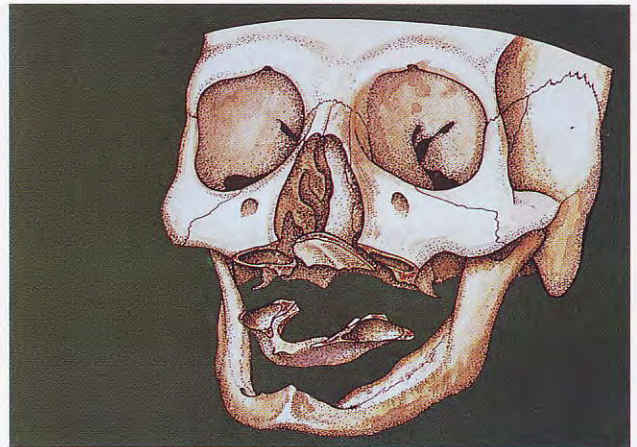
Escaneo de TC que evidencia la grave atrofia del maxilar.
